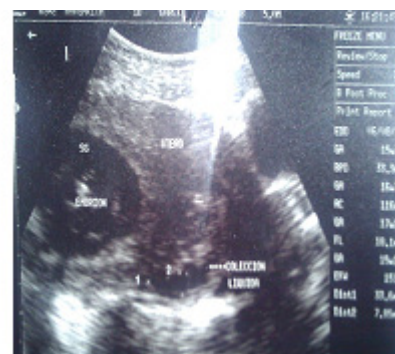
Ecografía de la paciente realizada en el Hospital Materno Infantil "Germán Urquidí", se observa presencia de líquido libre en el abdomen.
